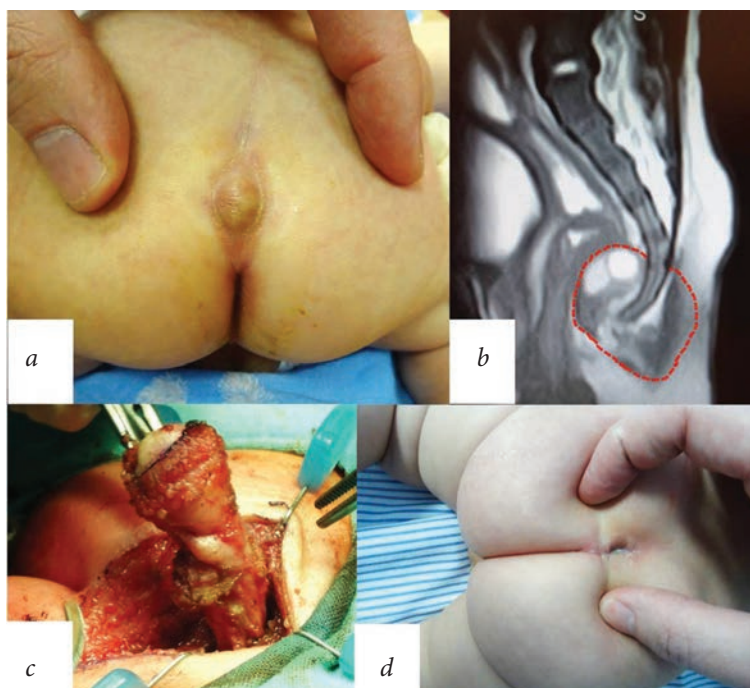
Случай № 1 крестцово-копчиковой тератомы малых размеров: *a* — внешний вид; *b* — магнитно-резонансная томография; *c* — интраоперационная картина; *d* — вид через месяц после операции
